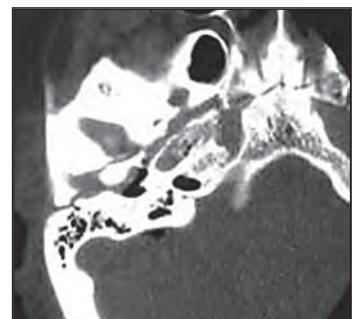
CT – Planocelularni karcinom spoljašnjeg slušnog hodnika i mekih tkiva lica.
